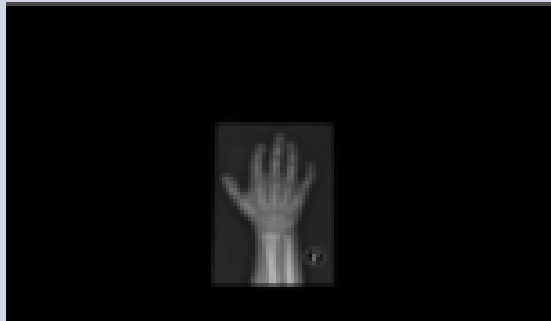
Radiografía Carpál que indica que la edad ósea es Menor a la edad cronológica del paciente. Se observa sindactilia.
